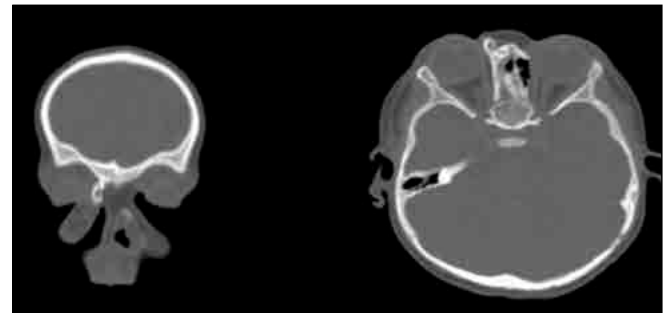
Figure b: Coronal (b1) and axial (b2) CT images of bony projection at the root of right inner canthus soft tissue mass.
